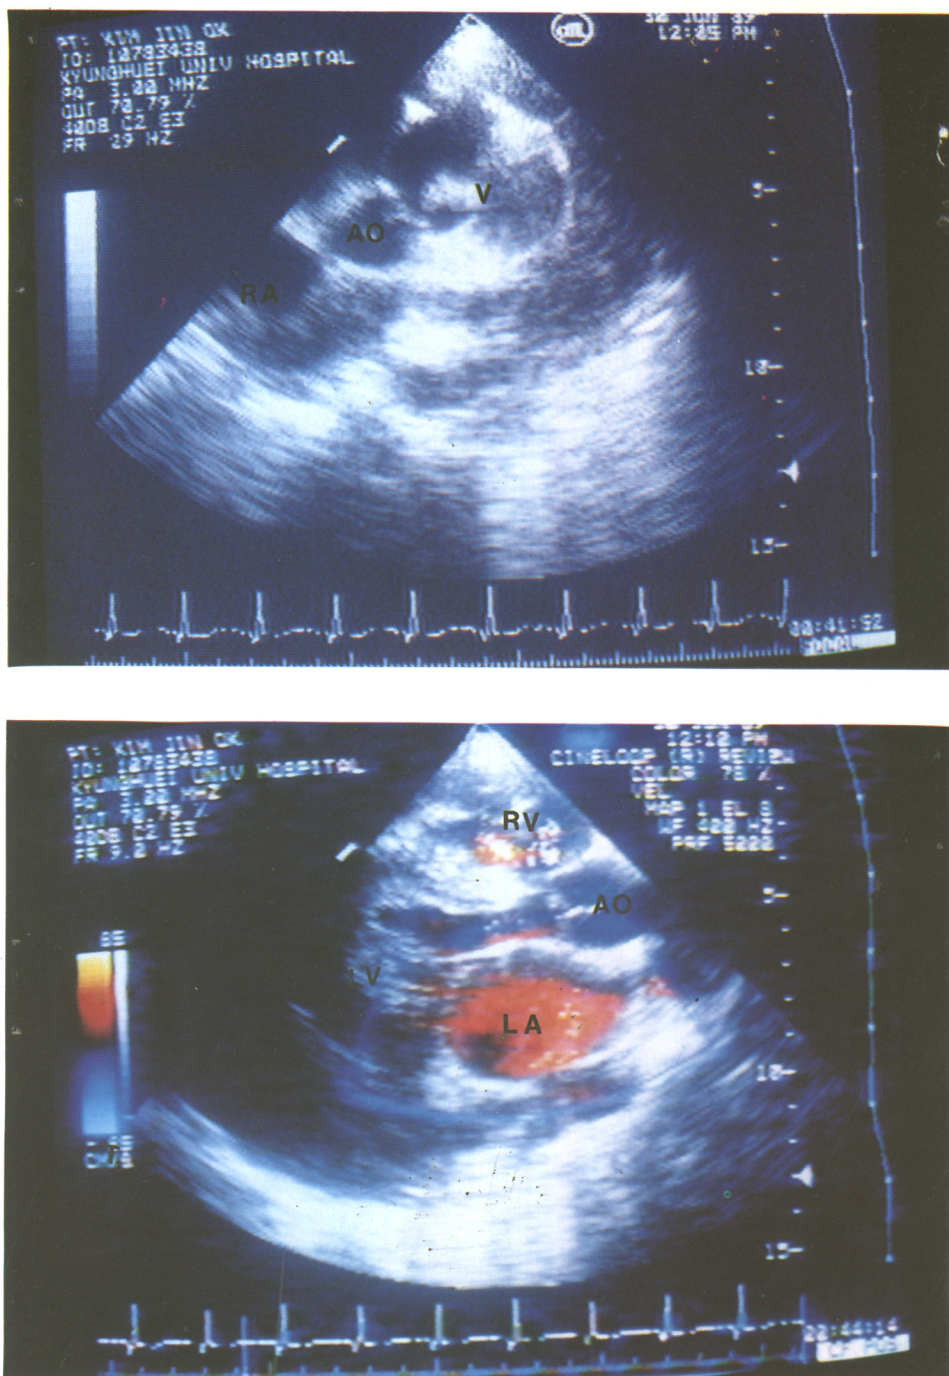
Echocardiographic findings of case 1.
